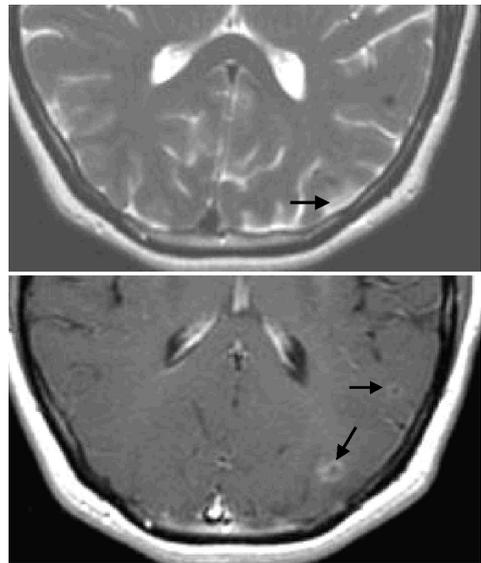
Estadio granular-nodular. A) RM ponderada en T2 en la que se aprecian dos lesiones hipointensas mal delimitadas con ligero edema perilesional (flecha). B) RM ponderada en T1 tras administración de contraste i.v. en el mismo paciente. Ambas lesiones presentan realce anular (flechas).
